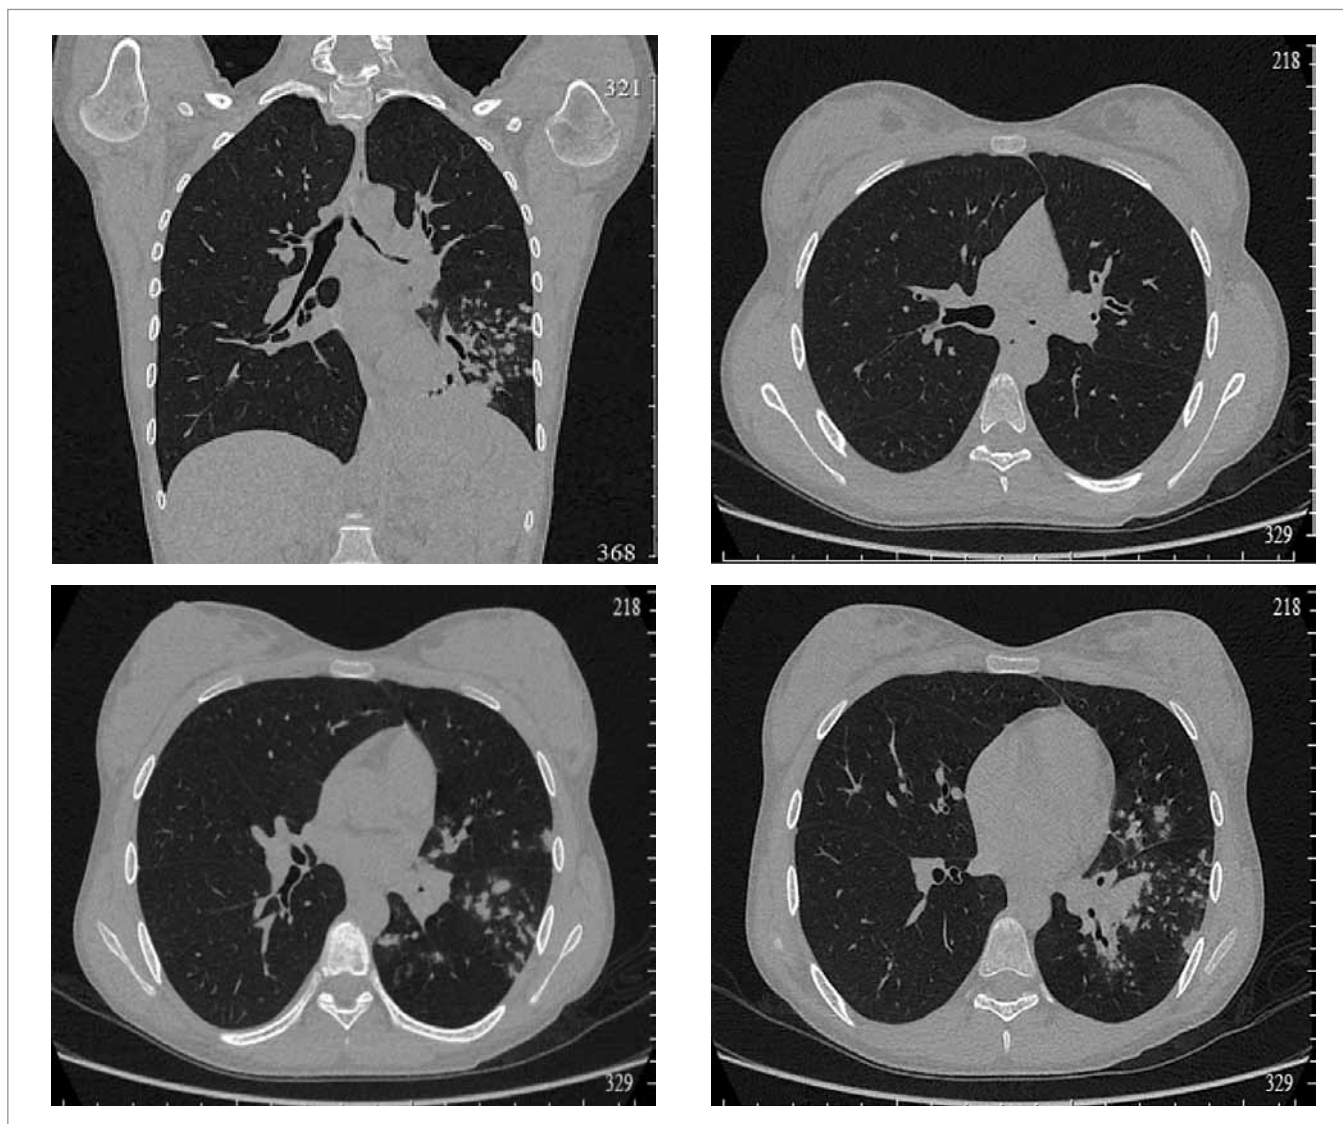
КТ ОГК пациентки А. от 14.04.2019 г. при поступлении в стационар (описание – в тексте)
